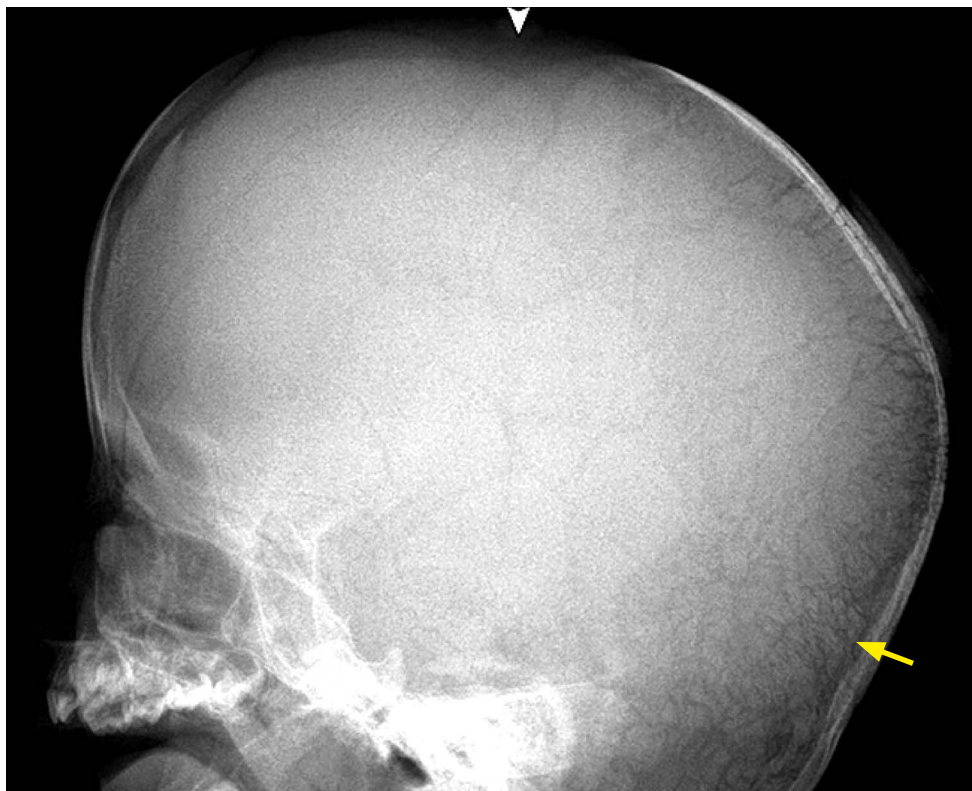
RTG lebky, OI, typ III – mnohočetné wormiánské kůstky (ossa suturarum) u dítěte: a. v AP projekci helmovitý tvar lebky, wormiánské kůstky v oblasti koronárního, lambdového a sagitálního lebního švu – šípky; b. OI, typ XV (3 týdny, kauzální mutace v genu *WNT1*) – wormiánské kůstky v krajíně sutura lambdoidea a coronalis, caput membranaceum – kalva není osifikovaná; c. OI, typ III (14 let) – kůstky v oblasti sutura lambdoidea, coronalis a occipitmas-toidea – šípky.
